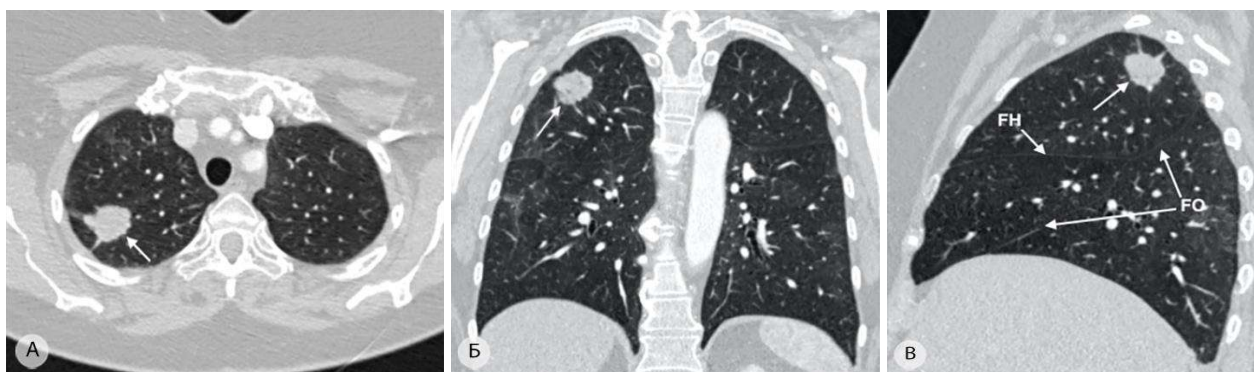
Компьютерные томограммы. а – аксиальная проекция; б – фронтальная проекция; в – сагиттальная проекция. Периферическая аденокарцинома верхней доли правого лёгкого (показана стрелкой), размерами 30×33 мм, расположенная на границе верхушечного (S^1) и заднего (S^2) сегментов. FO – косая междолевая щель; FH – горизонтальная щель
